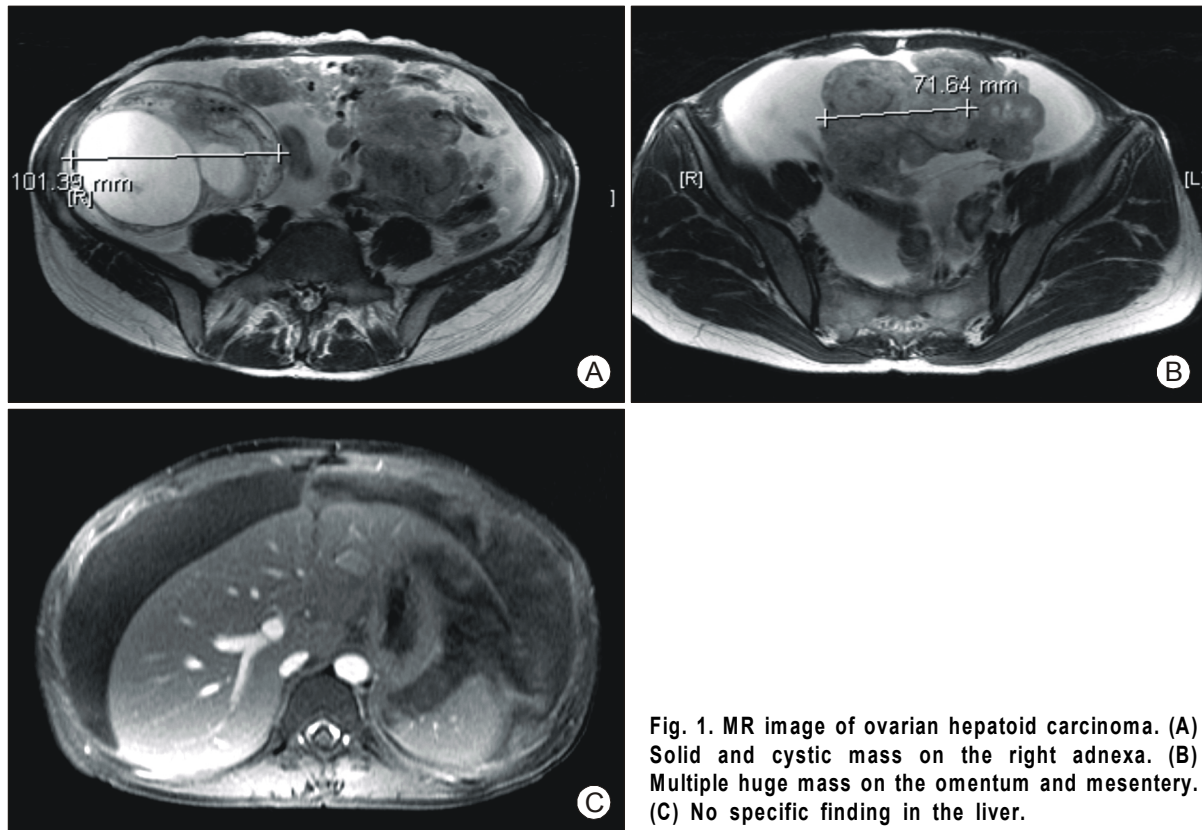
MR image of ovarian hepatoid carcinoma. (A) Solid and cystic mass on the right adnexa. (B) Multiple huge mass on the omentum and mesentery. (C) No specific finding in the liver.
